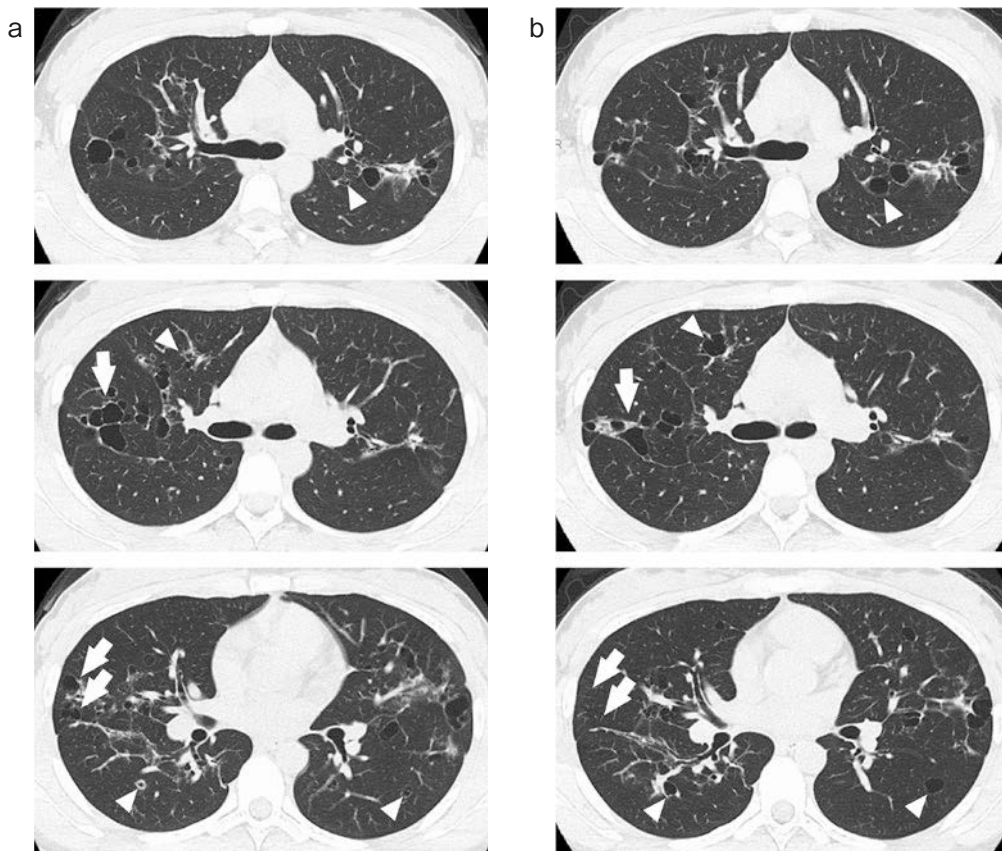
CT findings at the time of diagnosis (a) and 2 years later (b). Some cysts had increased in size (arrowheads) while others had decreased (arrows).
